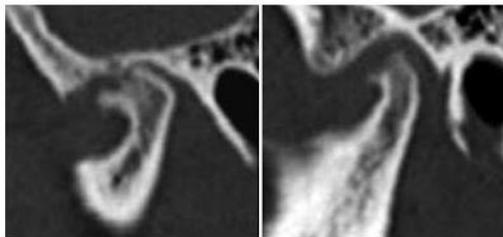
Representación de artrosis avanzada mediante Tomografía Axial Computarizada
